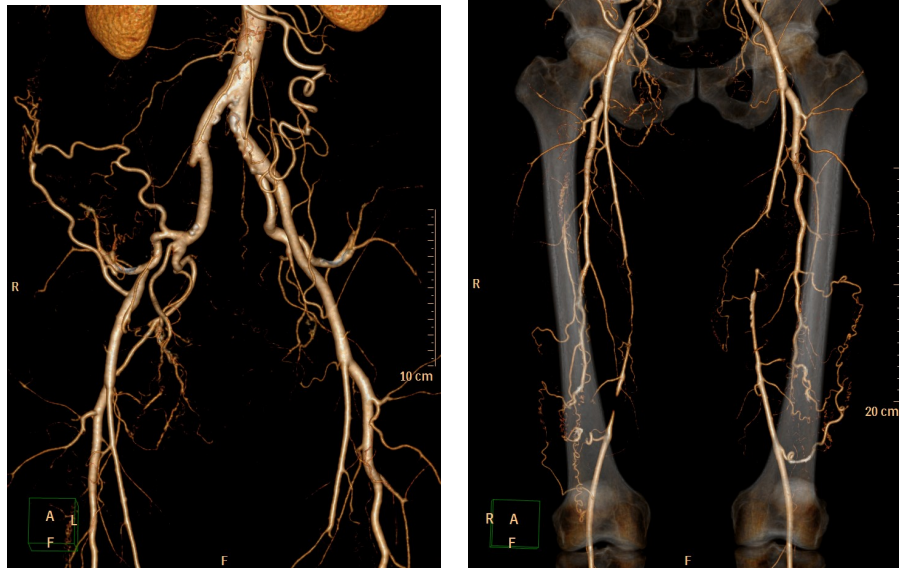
КТ-ангіограми нижніх кінцівок у хворого з атеросклеротичним ураженням артерій
